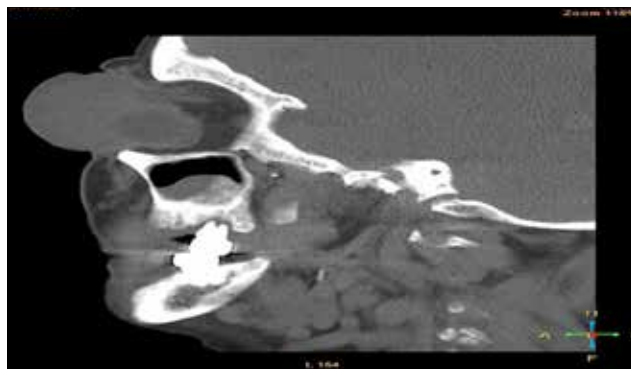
Компьютерная томограмма левой орбиты. Левое глазное яблоко смещено книзу и латерально
